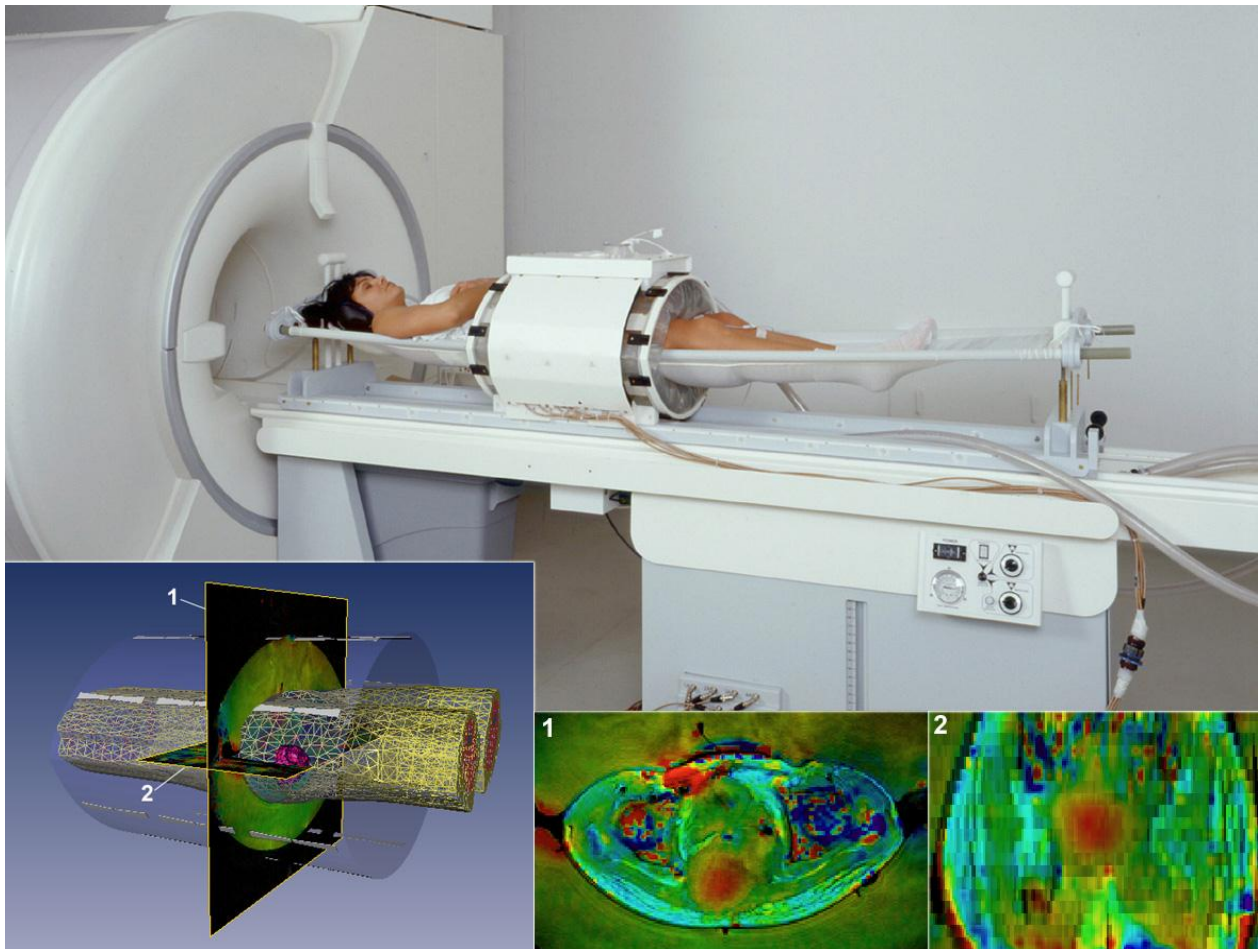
Bild des Hybridhyperthermiesystems BSD 2000.3D/MRT (MRT-System Siemens Magnetom Symphony) und des SIGMA-Eye-Applikators, 1 und 2 = thermografische Schnittbildansichten.
